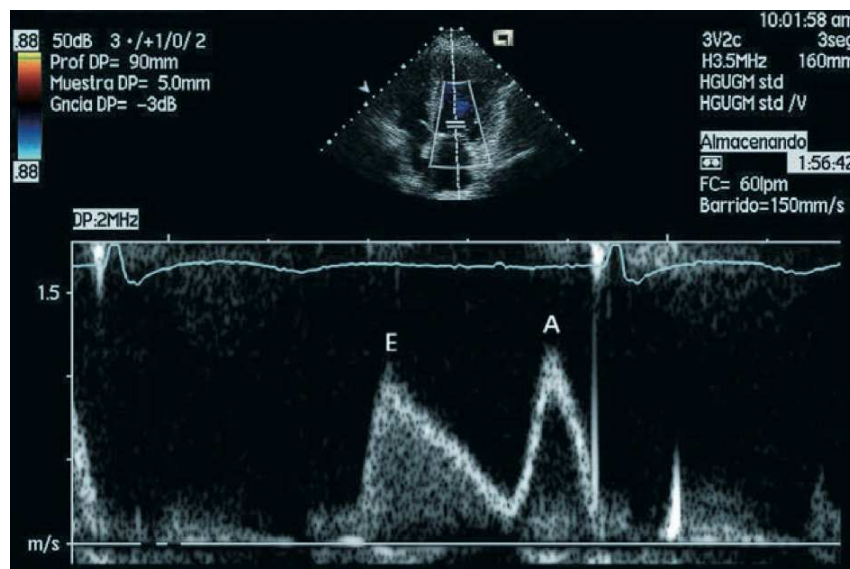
Representación de la velocidad utilizando *Doppler* pulsado. En esta figura se presenta un análisis con *Doppler* pulsado del flujo mitral en el plano apical de cuatro cámaras. Se puede observar el patrón bifásico típico en ritmo sinusoidal con dos ondas: E, del llenado protodiastólico rápido; y A, de la contracción auricular izquierda (Fernández et al., 2010).
